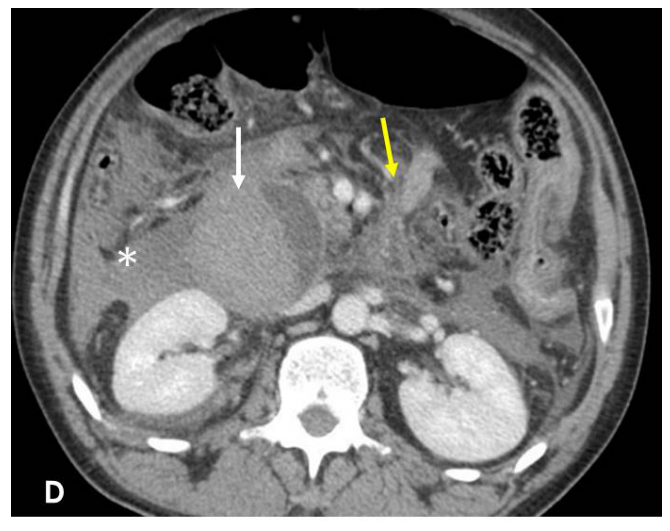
TC de abdomen y pelvis con contraste iv donde se aprecia hematoma intramural duodenal (flecha blanca), hematoma retroperitoneal (asterisco) y líquido o hematoma mesentérico (flecha amarilla).
